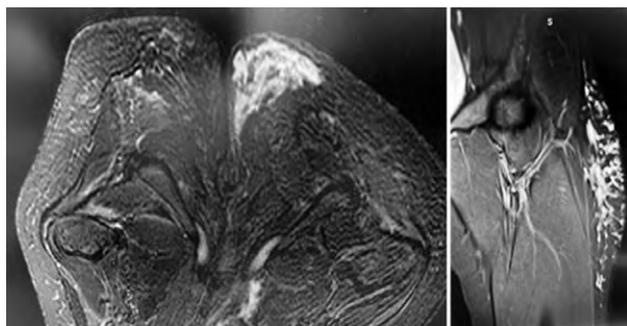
Магнитно-резонансная томография от 16.11.2022.
